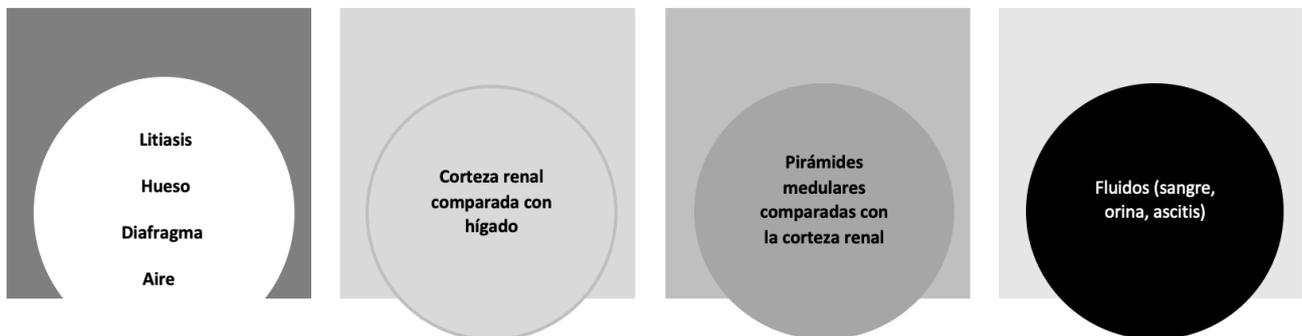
Las superficies altamente reflectantes, como el hueso o una litiasis devuelven muchos ecos en su interfase y brillan mucho en la pantalla (hiperecogénicas). Las estructuras poco o nada reflectantes permiten el paso del haz de ultrasonidos, no devuelven ecos y aparecen negras en la pantalla (anecogénicas).
